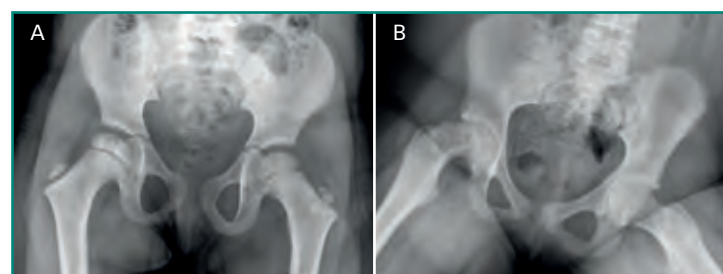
Epifisiolisis femoral proximal. Varón obeso de 14 años de edad, presentándose con cojera de predominio derecho. A: radiografía AP de pelvis que muestra un borramiento sutil de la fisis en su parte medial (*flecha roja*); B: la proyección axial ("en rana") muestra un claro deslizamiento con traslación de la epífisis respecto del cuello femoral, confirmando el diagnóstico.
